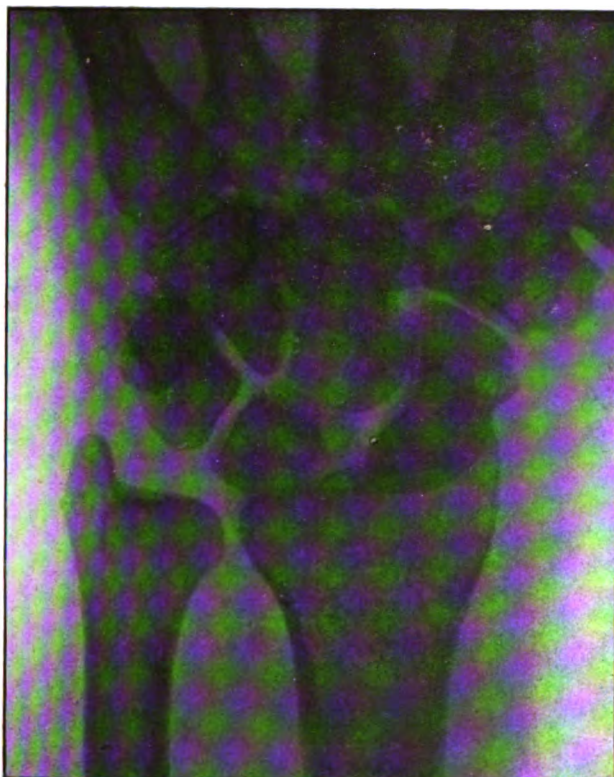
Radiographie de face du poignet droit.
